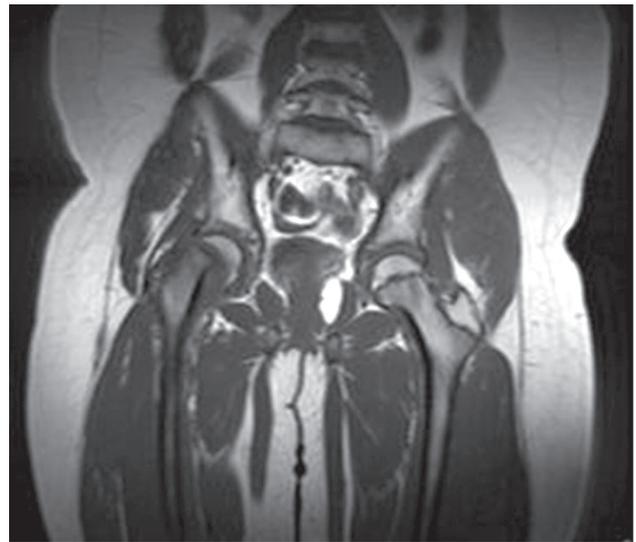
МРТ таза больного К., 12 лет, фронтальной срез
